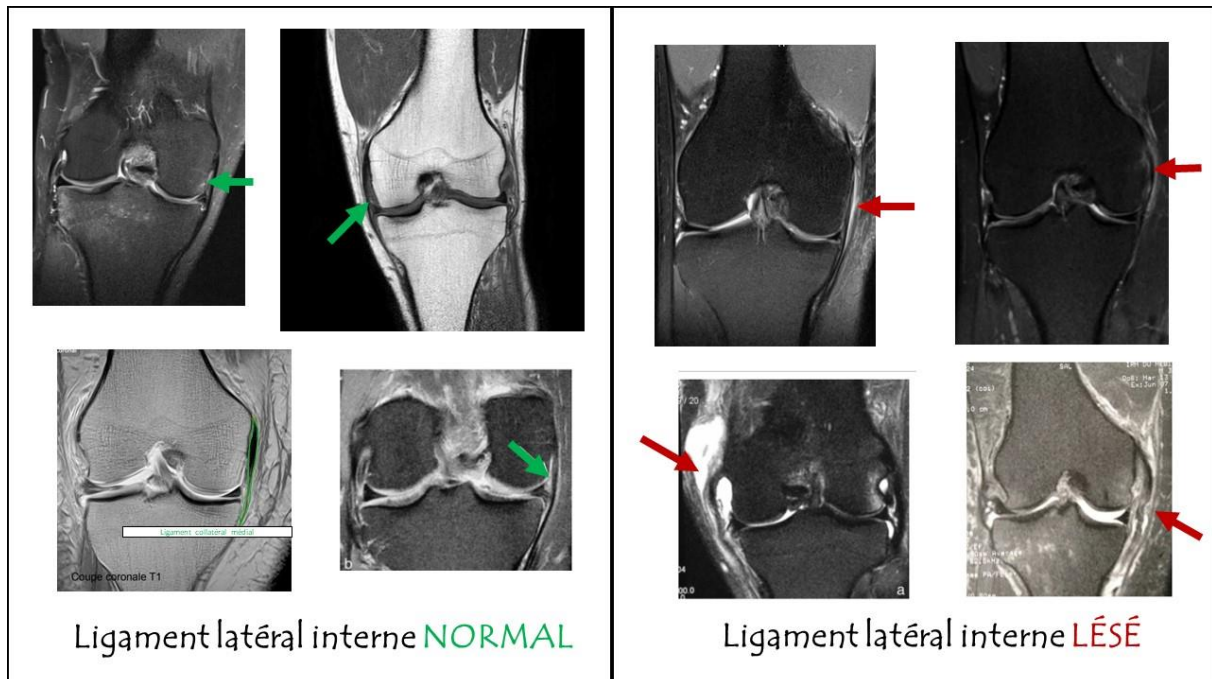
Visualisation du ligament latéral interne lors d'une IRM [194][195]
